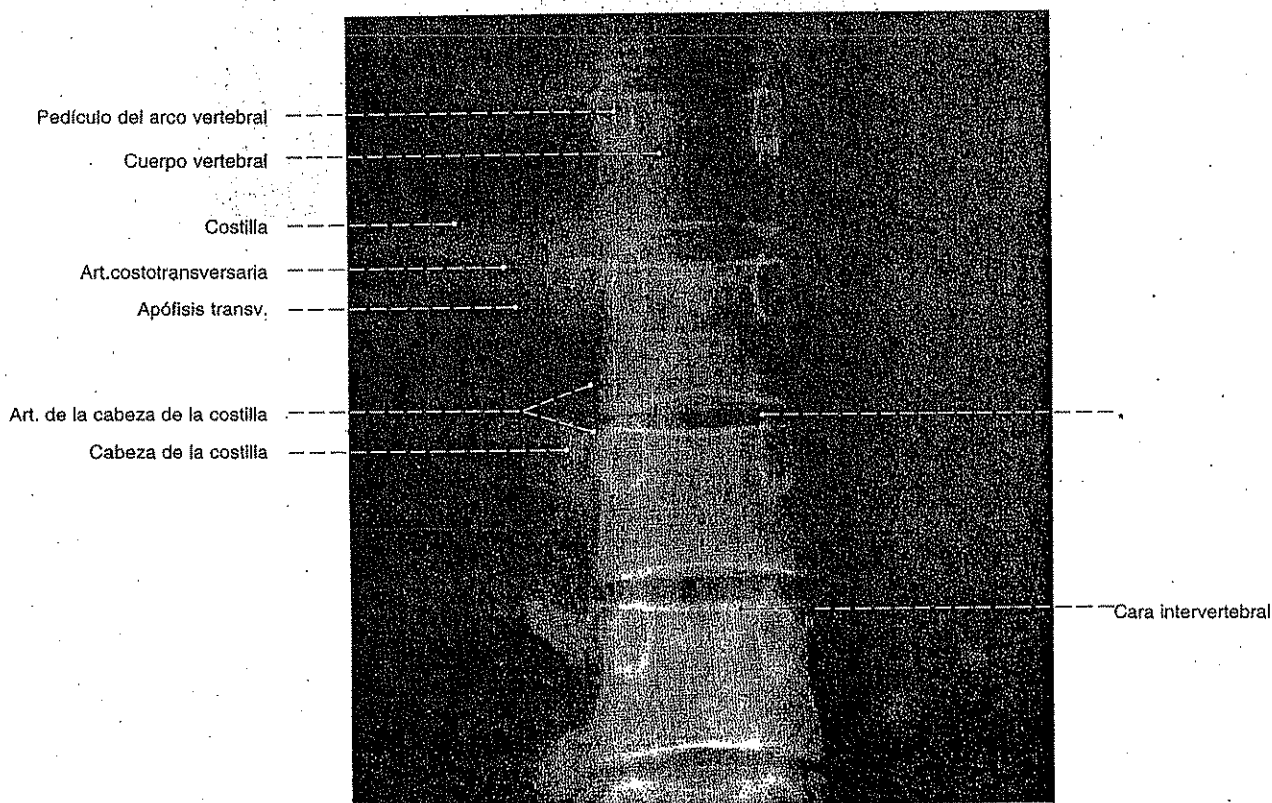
Radiografía AP de la columna torácica; posición: bipedestación; tórax en inspiración;
